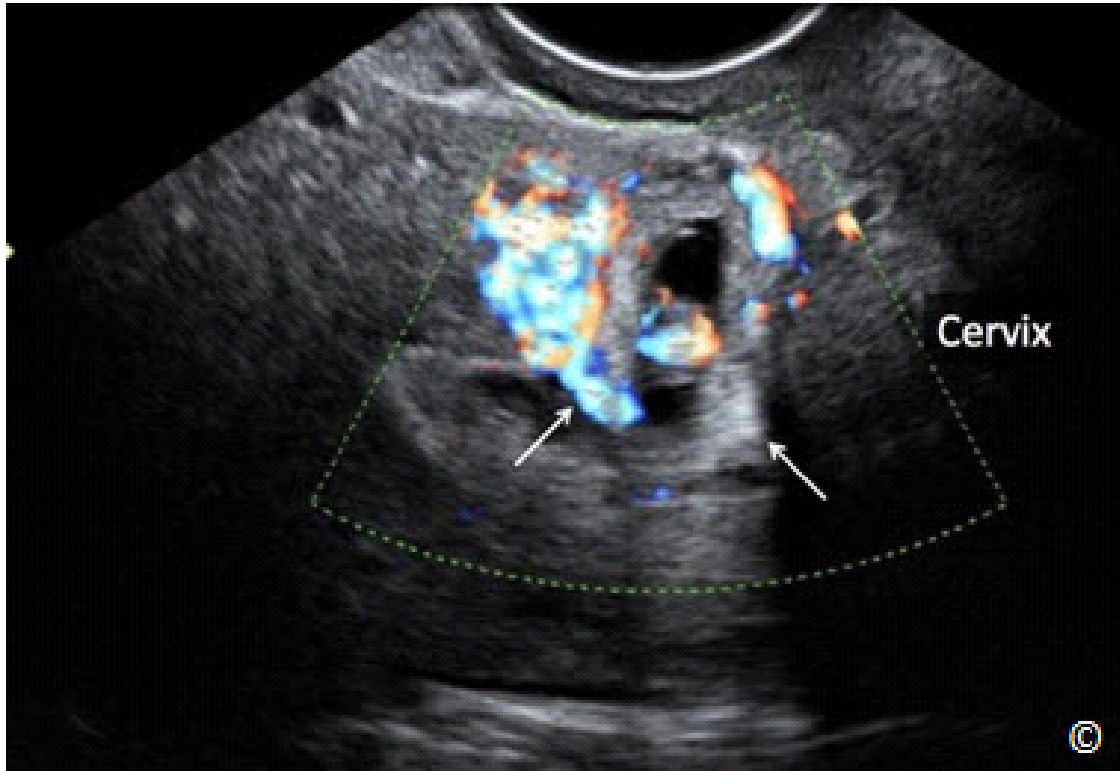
Ultrasonido transvaginal de Doppler en color en un plano sagital del útero que muestra una implantación de un saco gestacional en la cicatriz de la cesárea (flechas – la misma que en la figura 13.7). Obsérvese el aumento en la vascularización por Doppler en color del saco gestacional. El cérvix está rotulado para la orientación de la imagen.
